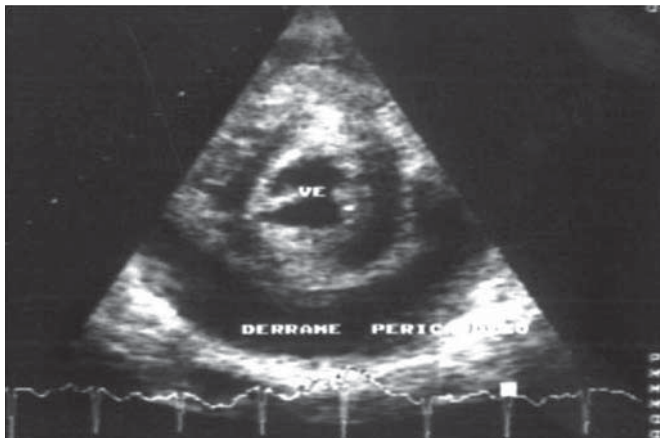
Ecocardiograma: derrame pericárdico.
